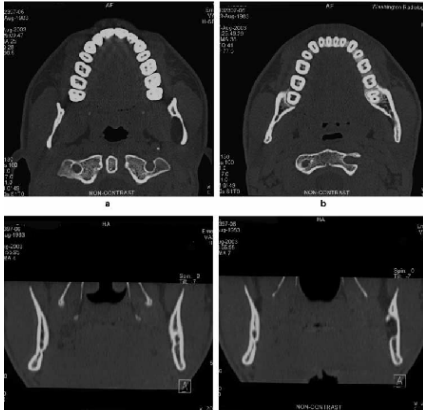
Imagen de Tomografía Axial Computarizada.³¹
